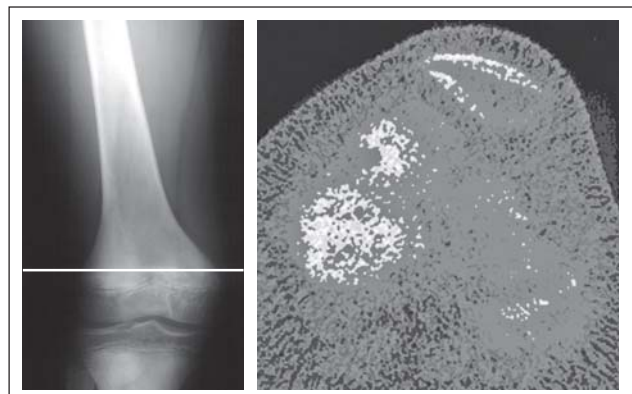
Knochendichtemessung. Röntgen Knie a. p. (Rote Linie Messort der pQCT) und periphere quantitative Computertomographie (pQCT) einer Femurmetaphyse eines 10 Jahre alten Patienten zeigen eine lokale Hypermineralisation der Spongiosa bei insuffizienter Mineralisation der Compacta.
